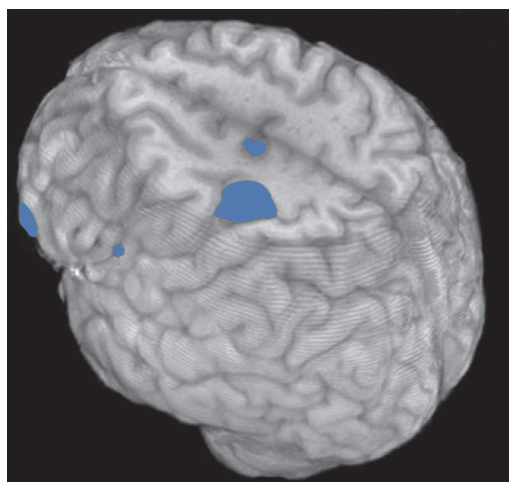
Imagen de resonancia magnética funcional.
